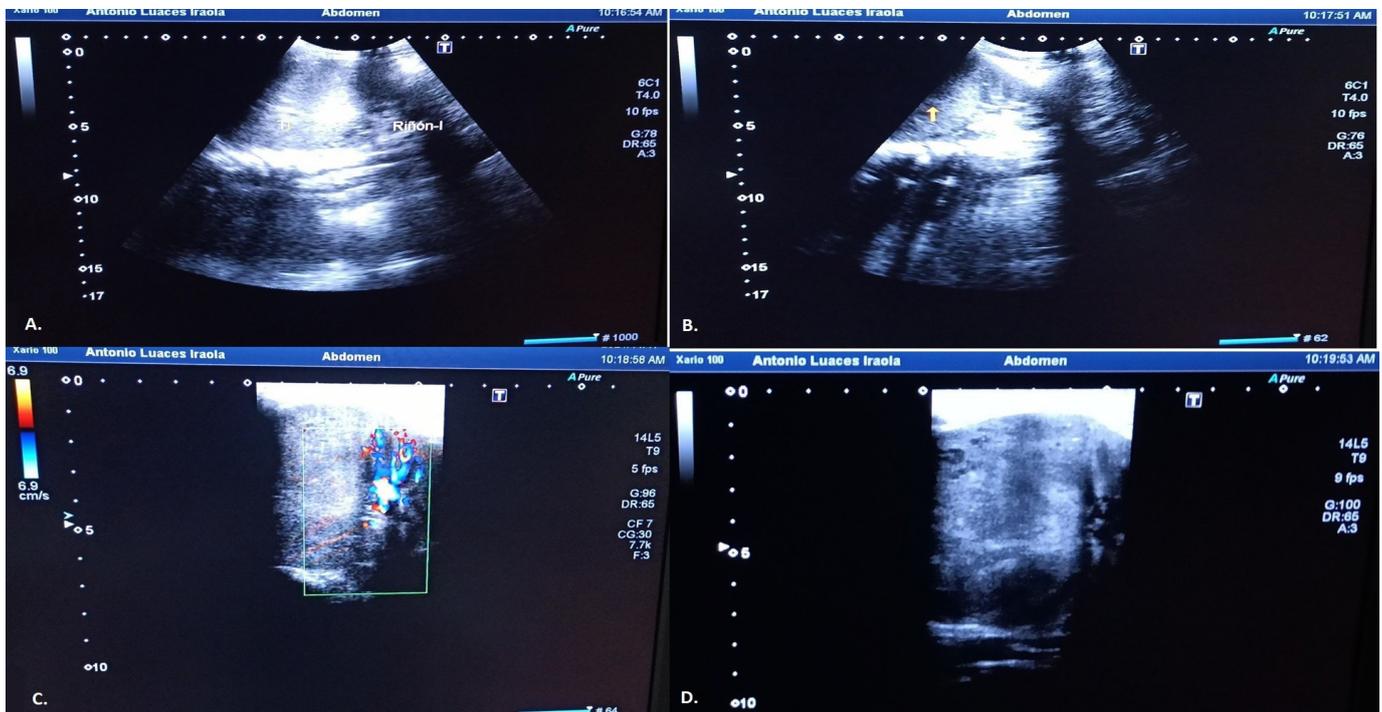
ecografía abdominal. A y B) corte coronal, C) Doppler oblicuo, D) corte oblicuo simple.
